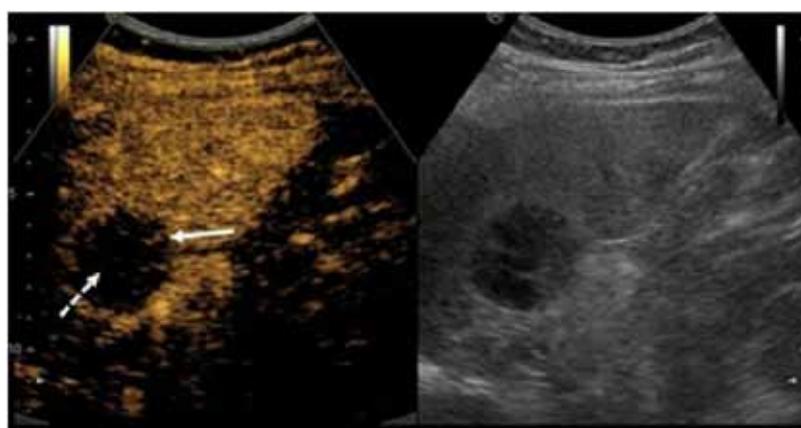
КУУЗИ (Соноvue 2,5 мл). Венозная фаза: отмечается более яркое центрипетальное контрастирование по периферии образования, визуализируются извитые сосуды (стрелка). Центральная часть остается аконтрастной (пунктирная стрелка)
